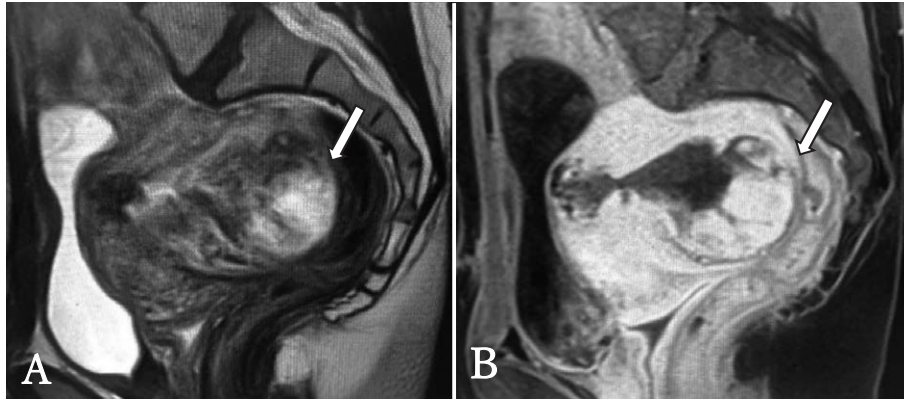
骨盤部MRI矢状断 (A: T2強調画像, B: ダイナミックMRI早期相)
